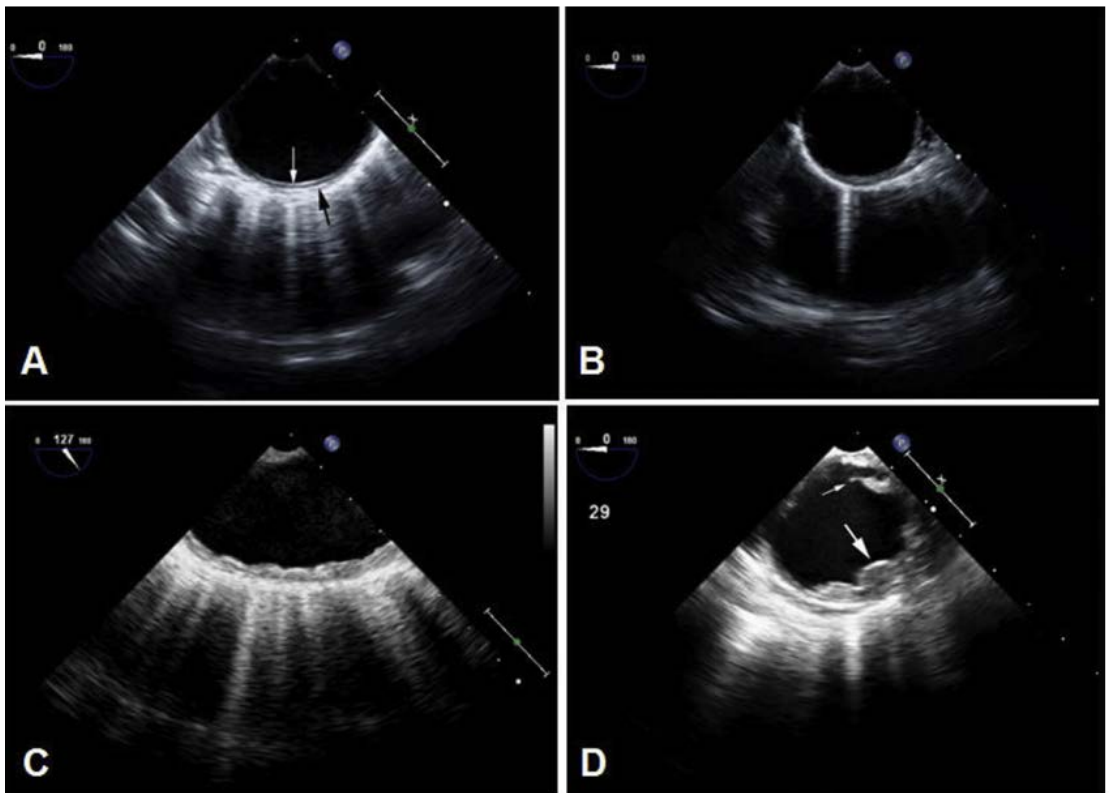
四张不同主动脉粥样硬化的经食管超声心动图图像: (A) 正常（图 55 可见）。(B) 轻度粥样硬化。(C) 中度粥样硬化，厚度 $<4\text{mm}$ 。(D) 重度/复杂型粥样硬化，斑块厚度 $>5\text{mm}$ （大箭头所示），小箭头所指为活动性斑块。
